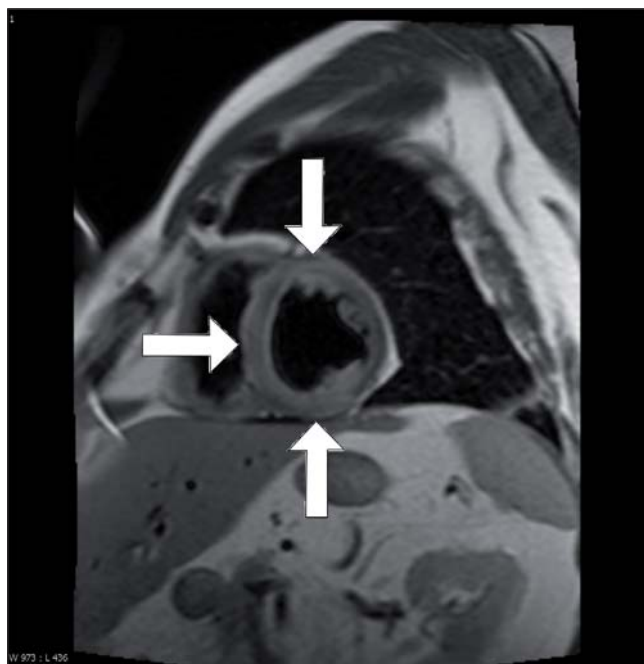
Magnetická rezonance srdce s fokálním pozdním syčením gadoliniem (bílé šipky)
